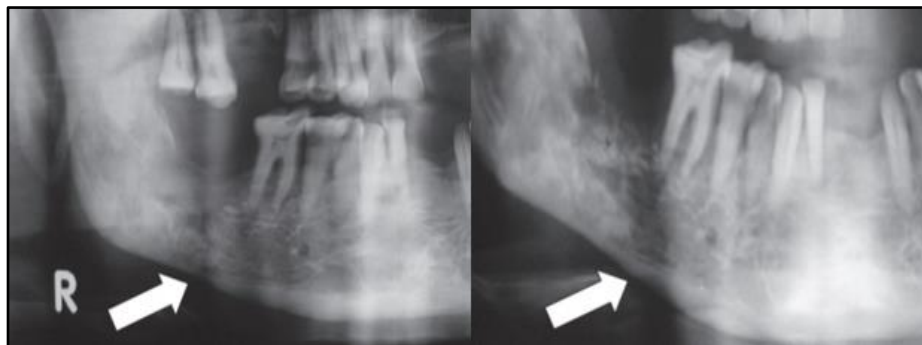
Ortopantomograma posoperatorio (a) décimo mes (b) tomografía de mandíbula en el décimo mes (c) Vista lateral de la mandíbula
